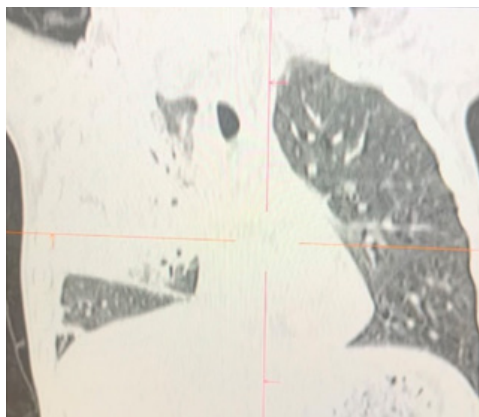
Компьютерная томография органов грудной клетки, ребенок 6 лет (7-е сутки заболевания), КТ-признаки правосторонней полисегментарной пневмонии, правостороннего фибринозно-гнойного плеврита
